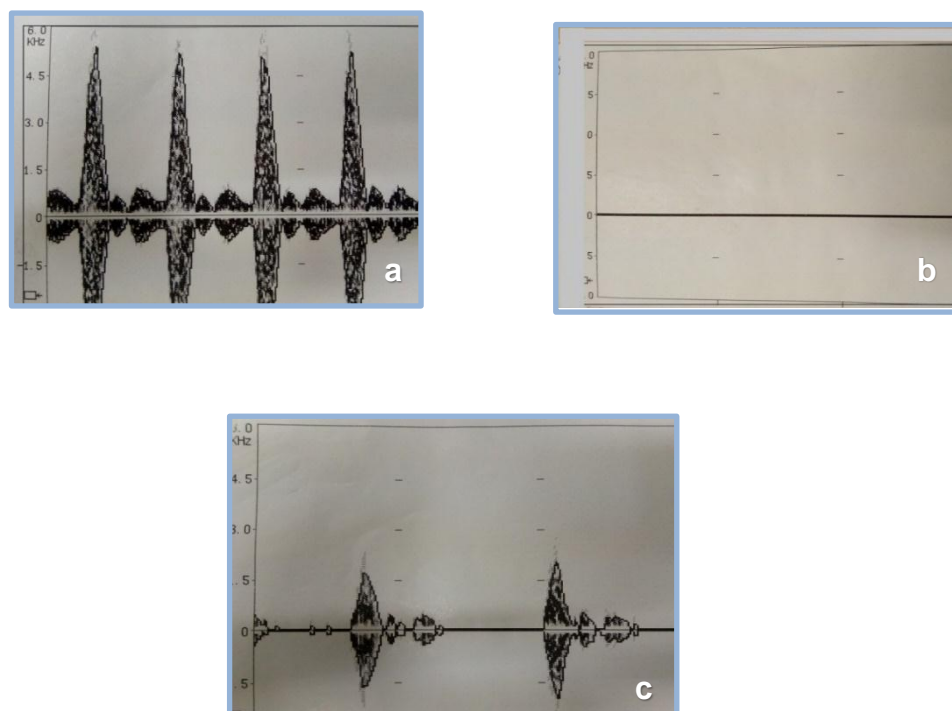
Registro impresso do doppler: a) pulsação da artéria tibial posterior; b) oclusão total da artéria tibial posterior; e c) restrição de 80% de fluxo sanguíneo da artéria tibial posterior
